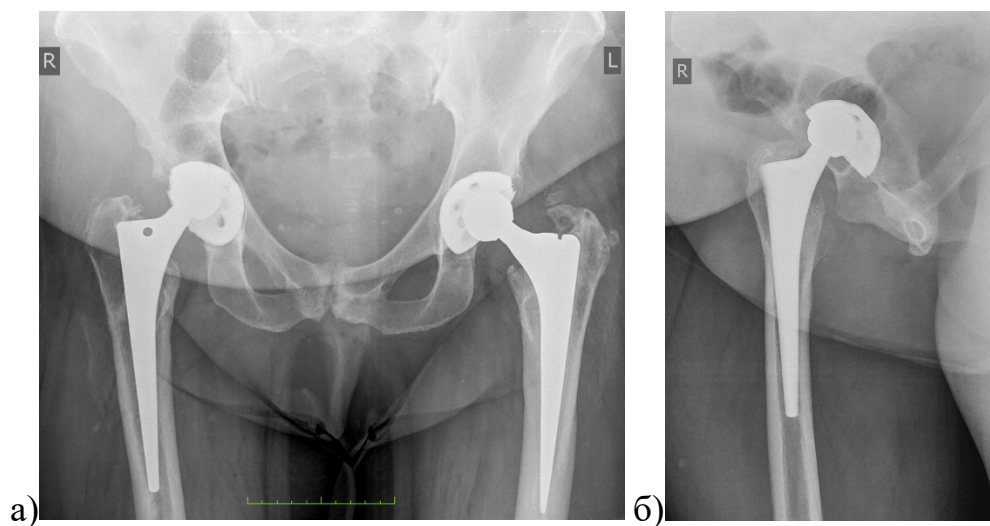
Обзорная рентгенограмма таза и боковые рентгенограммы ТБС через 8 лет после ЭП слева (а, б) и через 6 лет после ЭП справа (а, в). Отмечается умеренная мальпозиция вертлужного компонента справа – избыточный угол наклона и антеверсии
